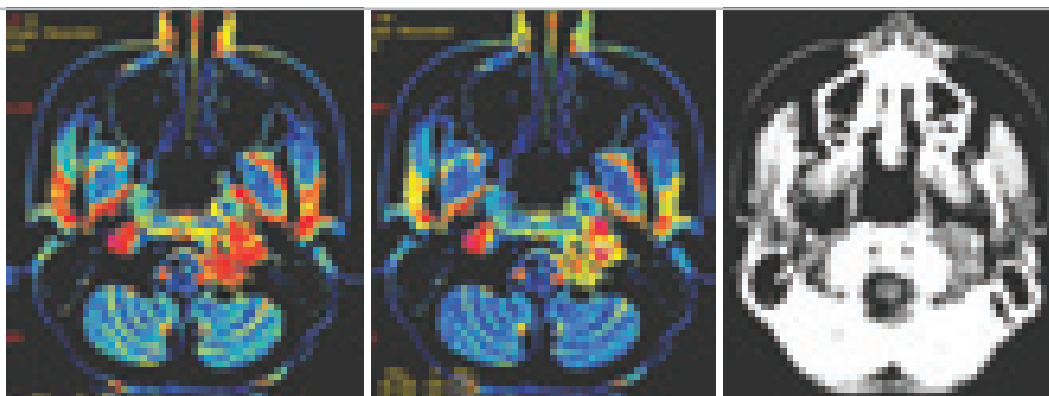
Параганглиома. На аксиальной КТ выявляется опухоль в области левого яремного отверстия, характеризуется повышенными показателями перфузии (BF , BV), укорочением МТТ.
